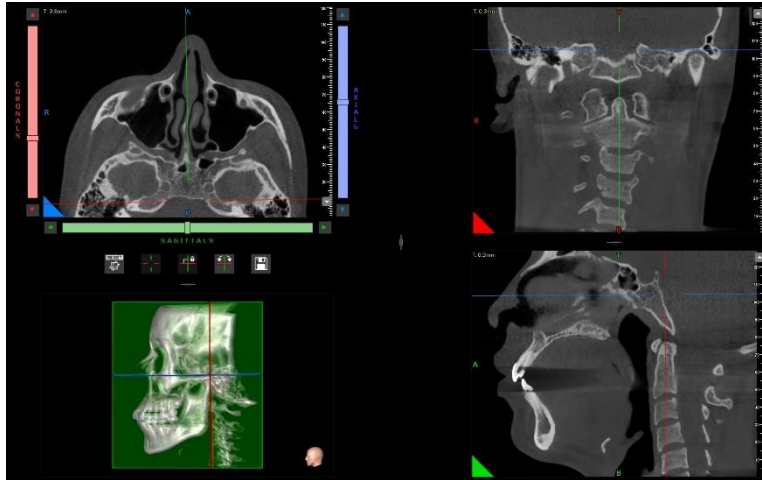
Imágenes CBCT en software NNT Viewer con la calibración de eje vertical, eje anteroposterior, reconstrucción tridimensional para el análisis de los cuerpos vertebrales. Fuente: propia del investigador. 2023
